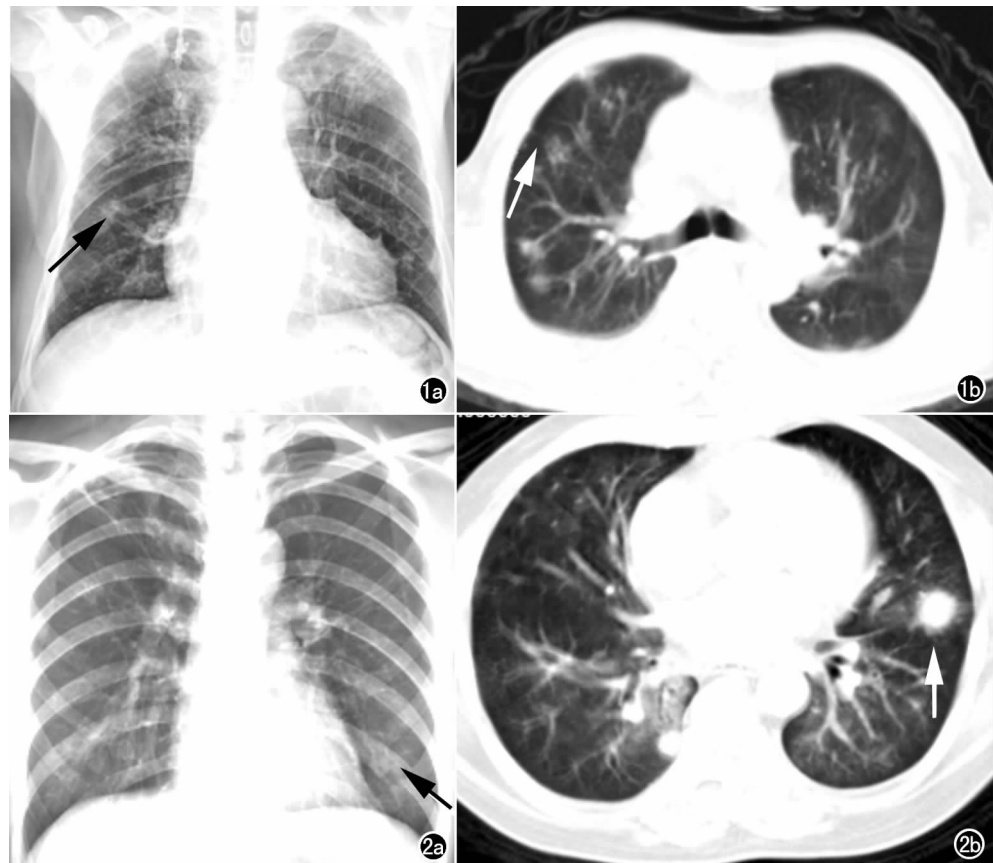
a) X 线片示两肺分布有片状及斑片状模糊影(箭), 部分病灶有融合, 肺纹理粗浓; b) CT 示肺内斑片状影主要分布在外周, 以右肺显著, 边缘较模糊(箭)。图 2 a) X 线片示两下肺野多发结节状影(箭), 部分病灶与肋骨重叠, 境界不清; b) CT 示结节状影大小不等, 边缘模糊, 出现“晕环”征(箭)。
